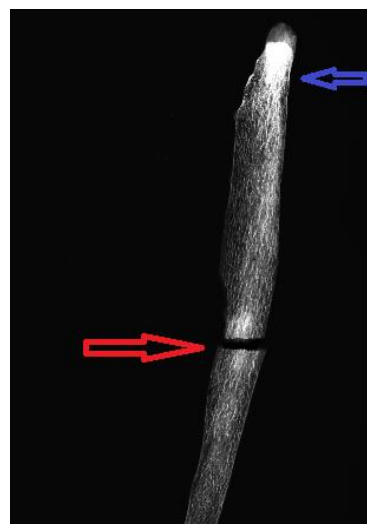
Radiografia da costela direita do indivíduo 2789. A seta vermelha sinaliza um possível calo ósseo e a seta azul uma densidade óssea de causa incerta.
